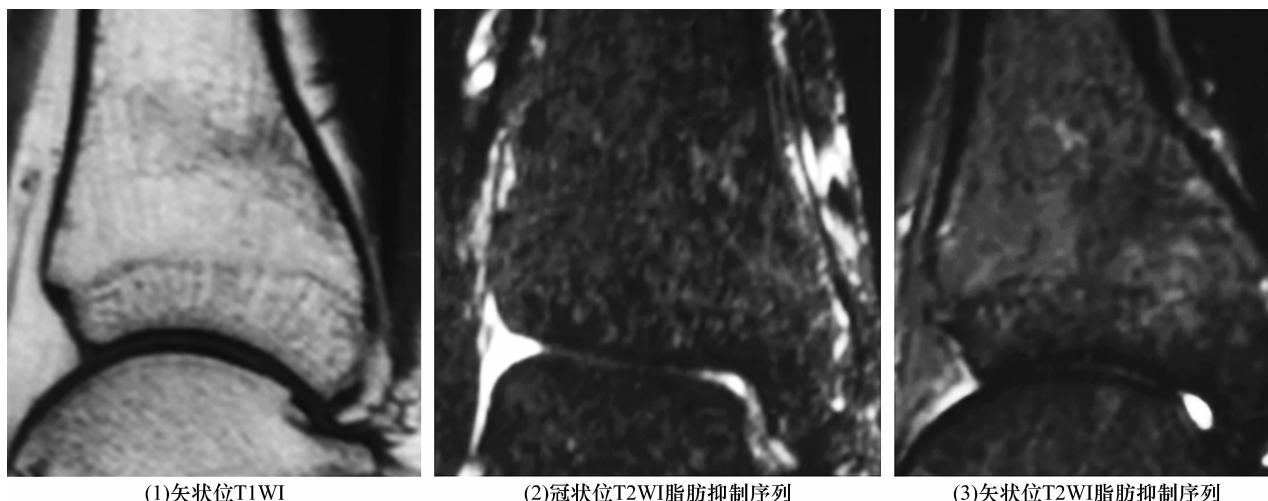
胫骨远端应力性骨折治疗后 3 个月 MRI
